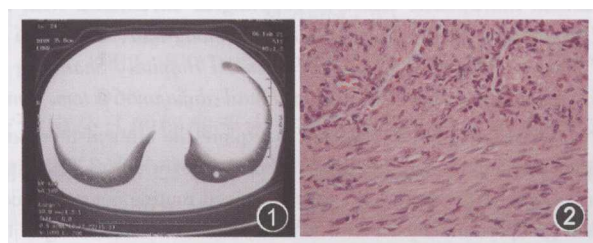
高分辨 CT 所示结节直径 0.8 cm, 边界清晰 图 2 上半部分为分化较差的圆形、多角形细胞特征性的“鹿角状”分支血管排列, 下半部分为梭形肌纤维细胞, 呈束状或涡状排列 (HE × 400)
